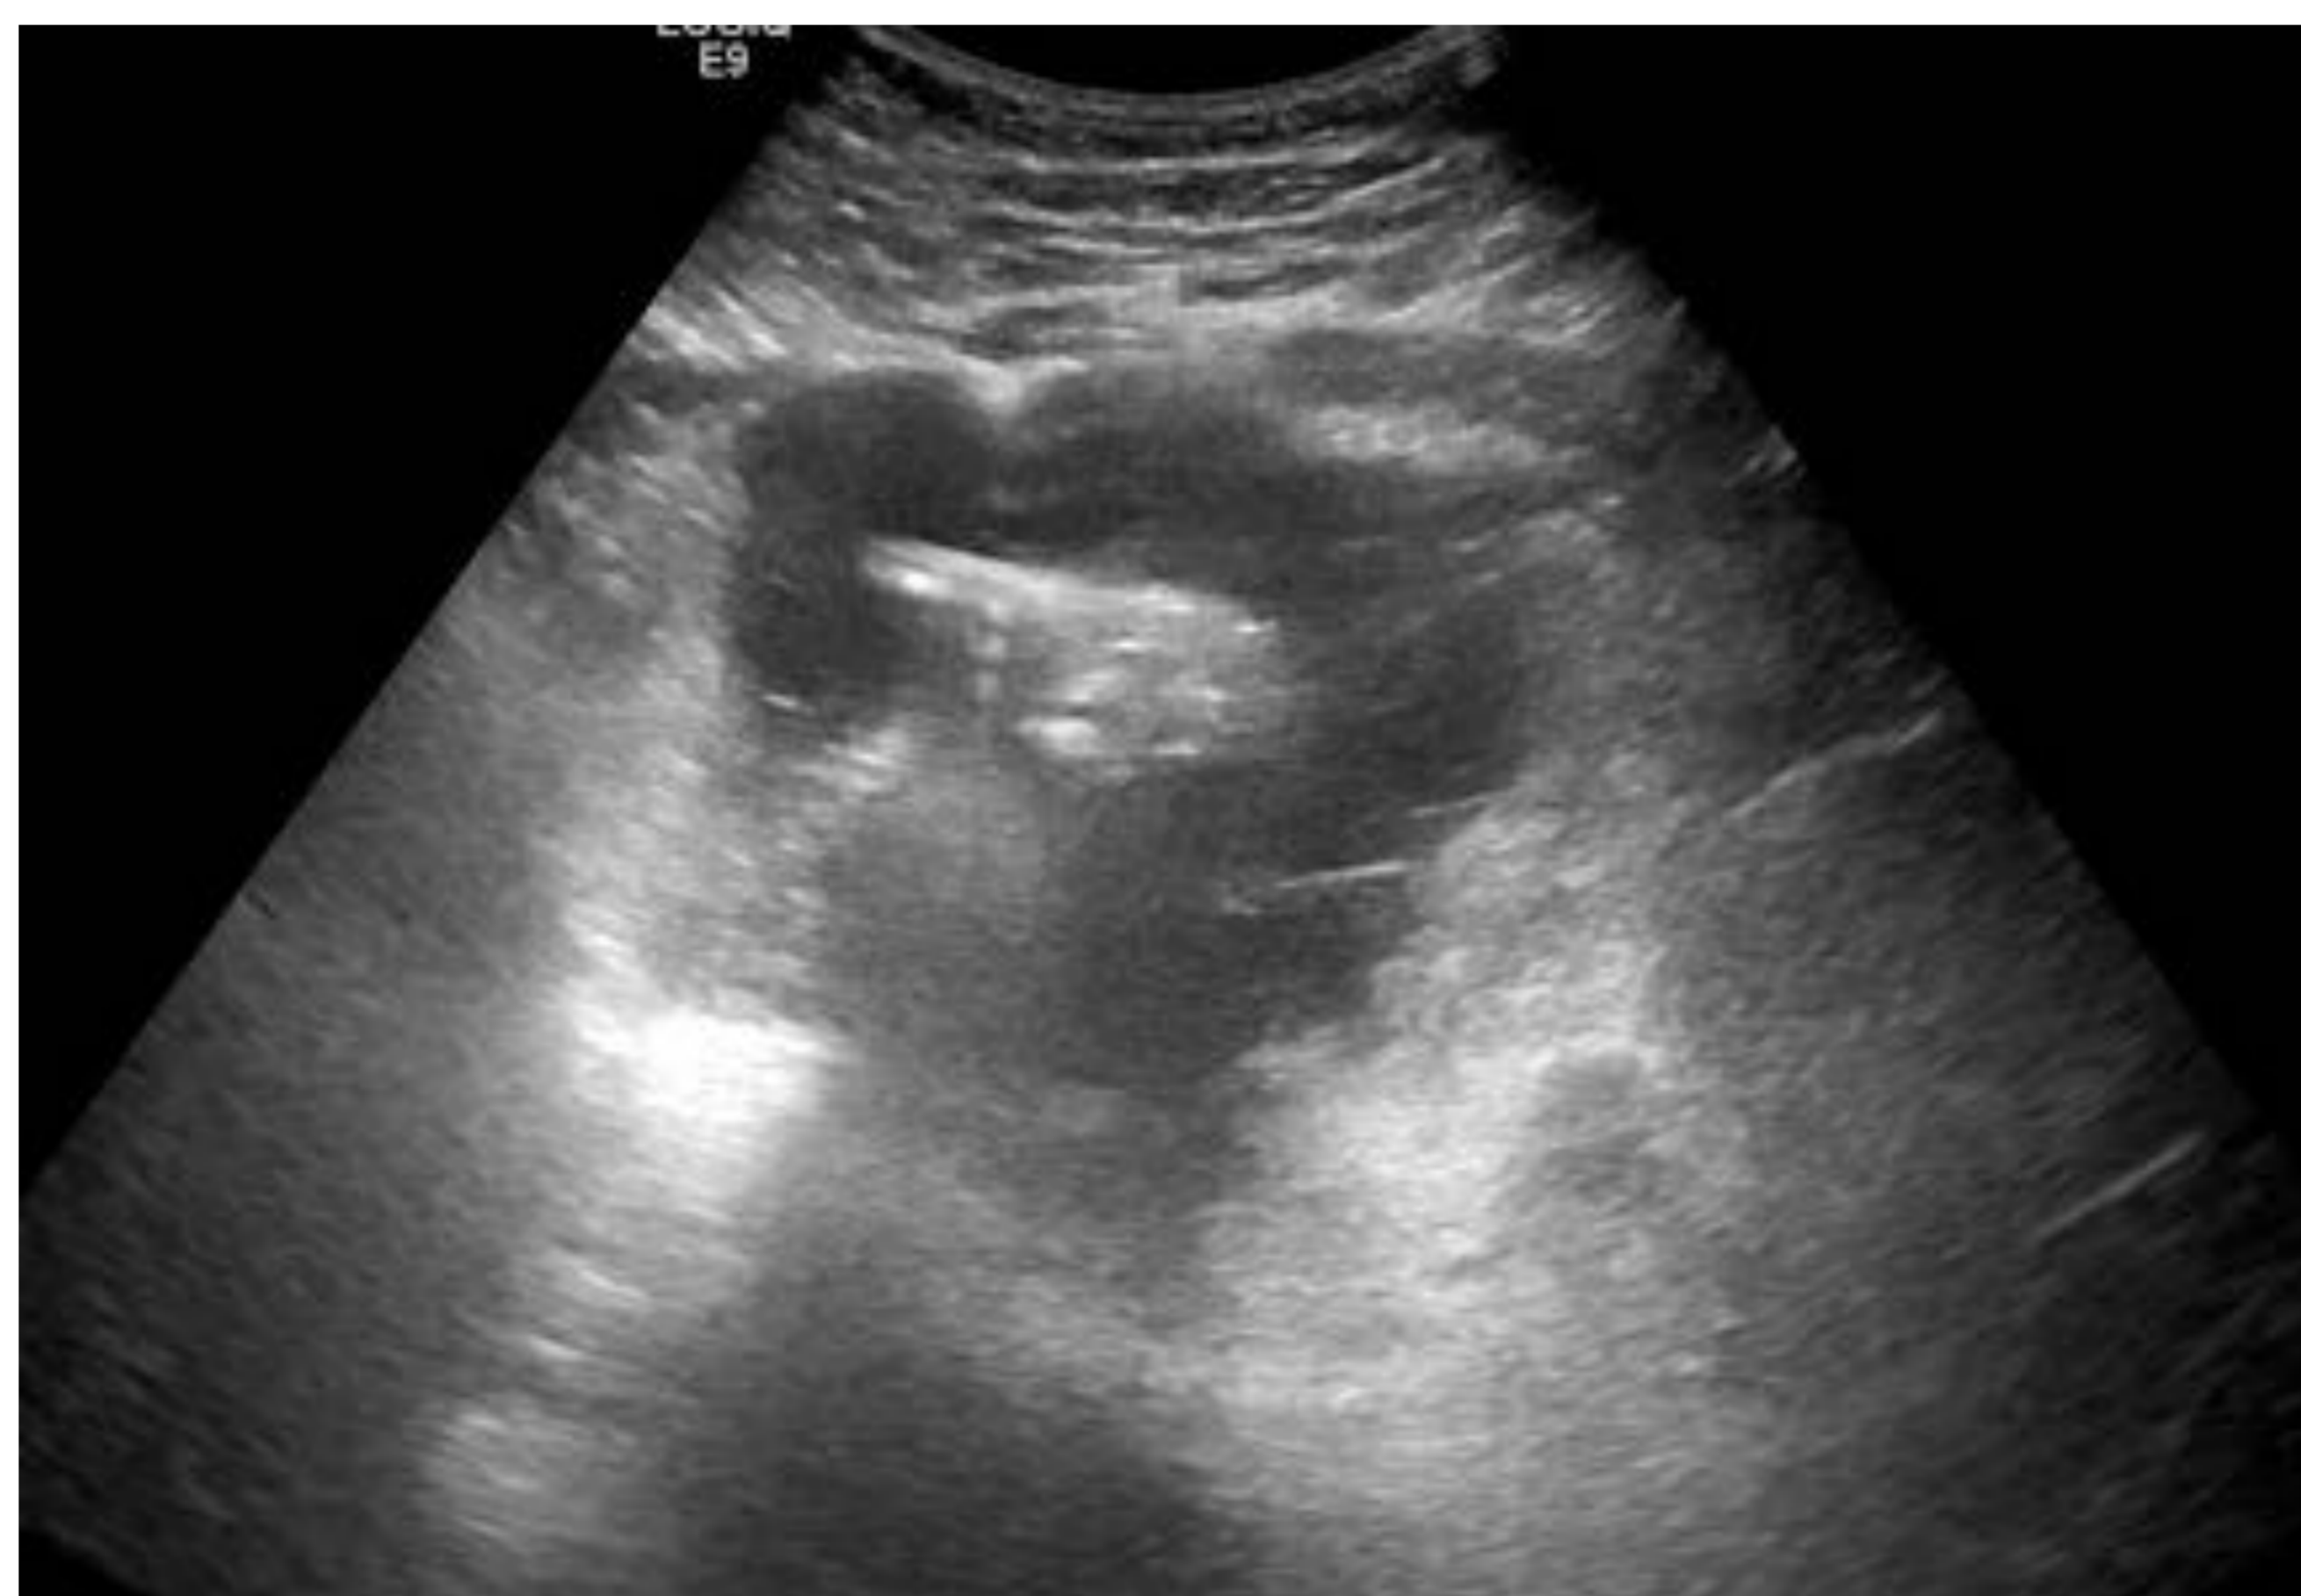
Marcado engrosamiento parietal de un asa de intestino delgado, hipoecogénico en ecografía y con realce discreto y homogéneo en TC en fase arterial que engloba algunos vasos mesentéricos sin infiltrarlos u obstruirlos (flecha)
